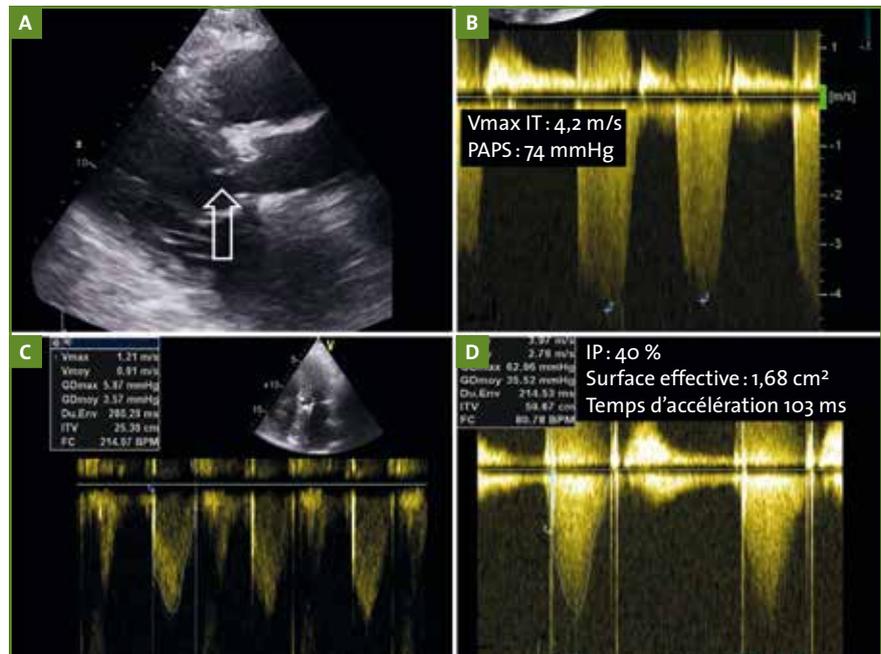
Données de l'échographie Doppler. A : vue parasternale grand axe du ventricule gauche (VG) : la flèche montre le rétrécissement de la chambre de chasse du ventricule gauche ; B : Doppler continu tricuspide ; C : flux Doppler pulsé obtenu dans la chambre de chasse VG ; D : flux Doppler continu transprothétique aortique.
